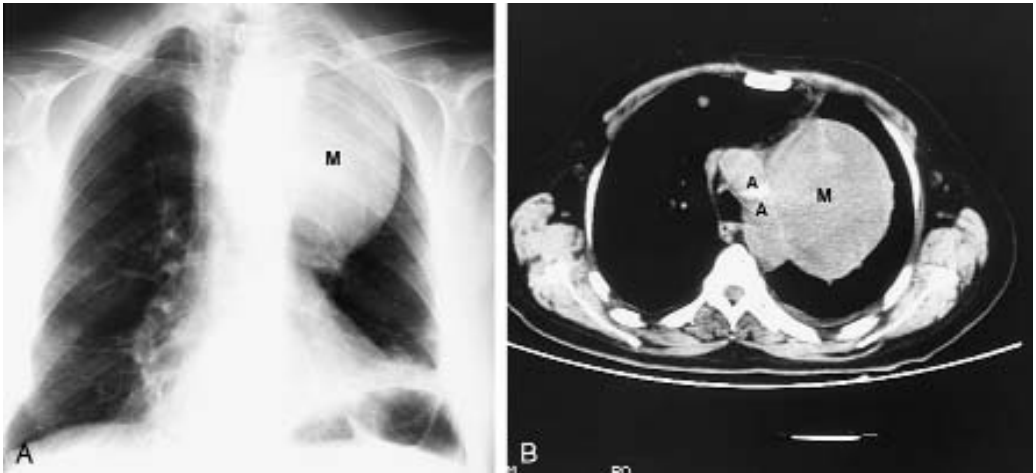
Radiografía de tórax posteroanterior (PA) y tomografía computarizada (TC): una masa en el centro del mediastino oculta la silueta del cayado aórtico.
